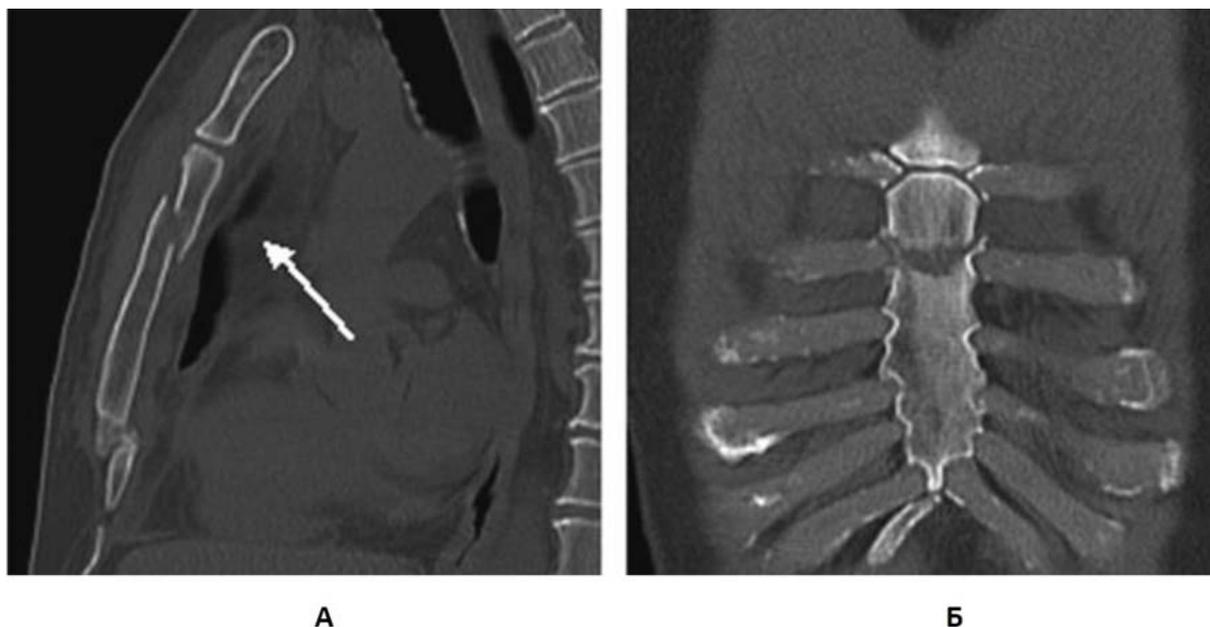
Перелом верхней трети тела грудины при спиральной компьютерной томографии органов грудной клетки в боковой (А) и прямой (Б) проекции
